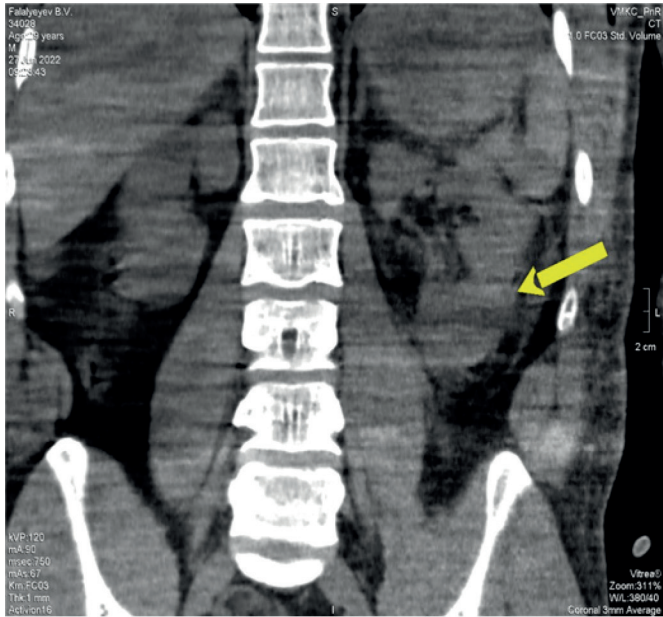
КТ-зображення в прямій проекції (стрілкою позначено заочервинну гематому).
